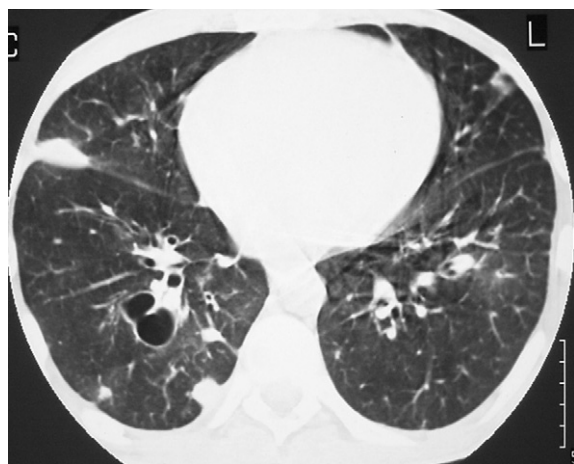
TDM en fenêtre parenchymateuse montrant une pneumatocele au cours d'une pneumopathie à staphylocoque. Son caractère central rend peu probable une complication par pneumothorax.
